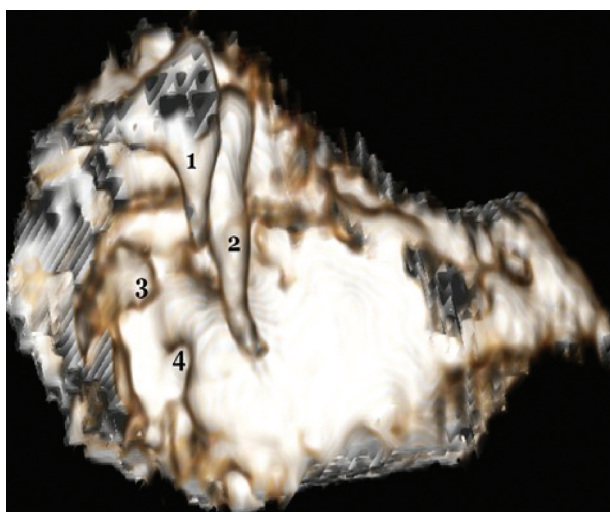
Виртуальная КТ-эндоскопия барабанной полости: 1 – дислоцированная наковальня, смещенная в результате травмы в аттик; 2 – ретрагированный молоточек; 3 – головка стремени; 4 – окно улитки.
